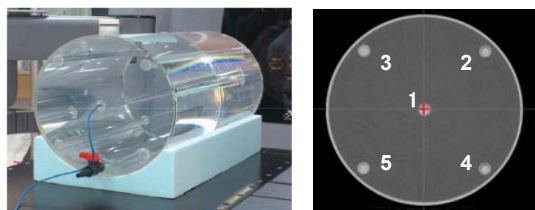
円筒形水ファントムとその CT 画像と線量評価点
